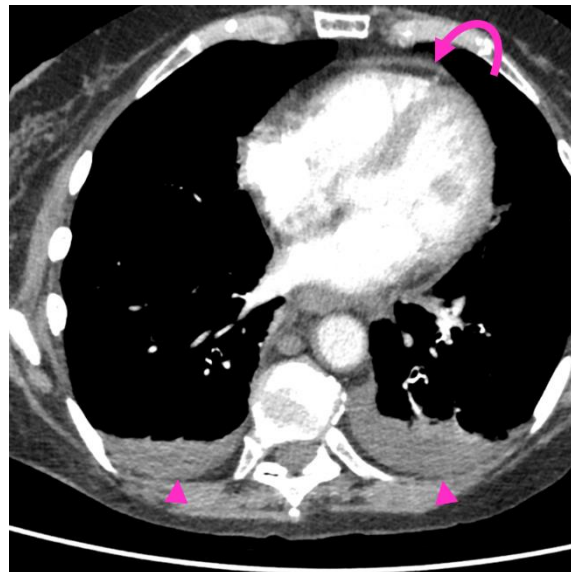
Angiotomografía computada contrastada con protocolo para tromboembolismo pulmonar. Presencia de derrame pleural leve y bilateral a predominio izquierdo (cabeza de flecha) y derrame pericárdico laminar (flecha curva). Se constató ausencia de tromboembolismo pulmonar.
